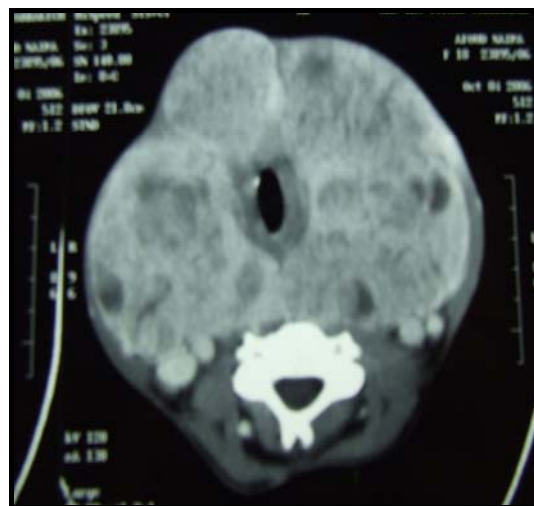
TDM cervicale en coupe axiale, après en fenêtre parenchymateuse après injection de produit de contraste. Le lobe gauche mesure 6cmx10cm. Le lobe droit mesure 7cmx12cm
